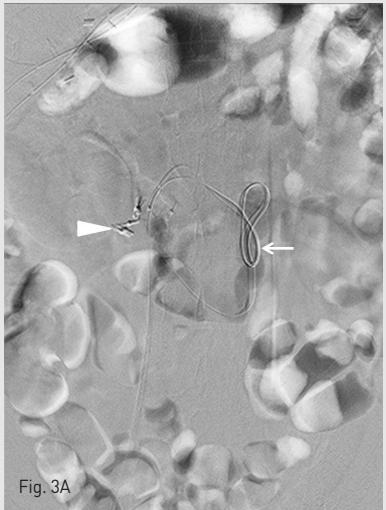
A The venogram of mesenterorenal shunt shows duodenal varix. A microcatheter is advanced into the duodenal varix through tortuous mesenterorenal shunt (arrow). The hemoclip (arrowhead) applied to varix is seen around the varix, B Embolization with microcoils (open arrow) was done for draining vein of mesenterorenal shunt which is distal to duodenal varix, C Complete occlusion of duodenal varix is achieved after NBCA casting (open arrowhead). D The duodenal varix is completely filled with radiopaque lipiodol (open arrowhead) on follow-up CT scan.
